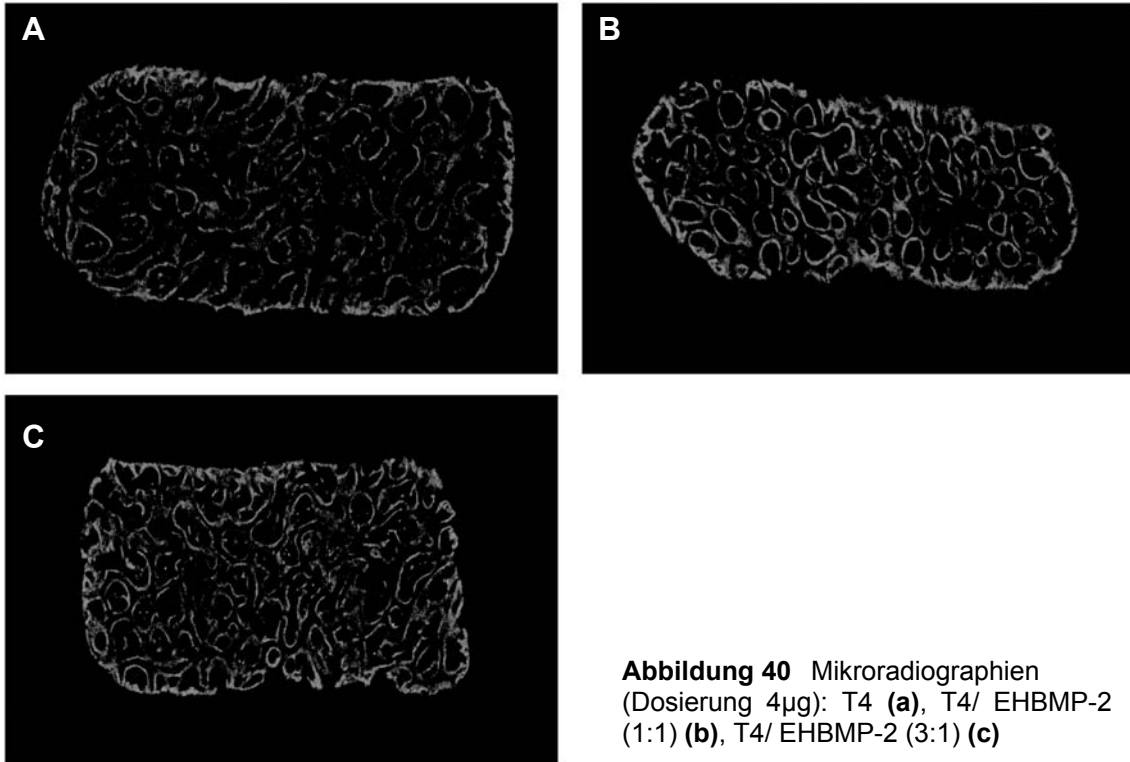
Mikroradiographien (Dosierung 4 μ g): T4 (a), T4/ EHBMP-2 (1:1) (b), T4/ EHBMP-2 (3:1) (c)
